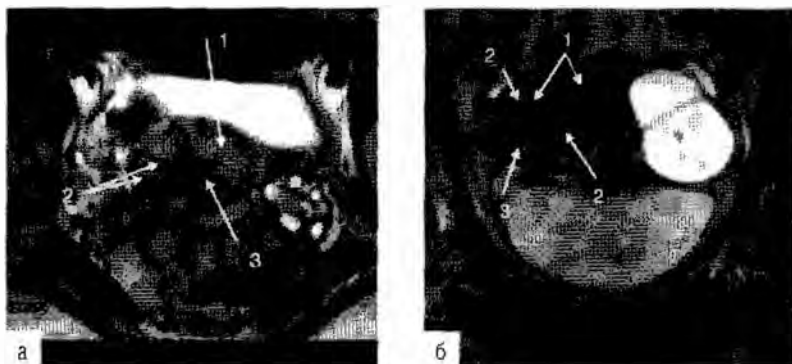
МРТ. На T2-взвешенном изображении в аксиальной плоскости (а) выявляются утолщение задней стенки матки (1), наличие трубчатых структур в ткани миометрия, прослеживаемые до периферии (2), а также неравномерное утолщение переходно-соединительной зоны (3). На T2-взвешенном изображении в коронарной плоскости (б) переходно-соединительная зона неравномерно утолщена (1); имеет неровные наружные и внутренние контуры (2), в структуре миометрия определяются единичные эндометриозные гетеротопии (3).
